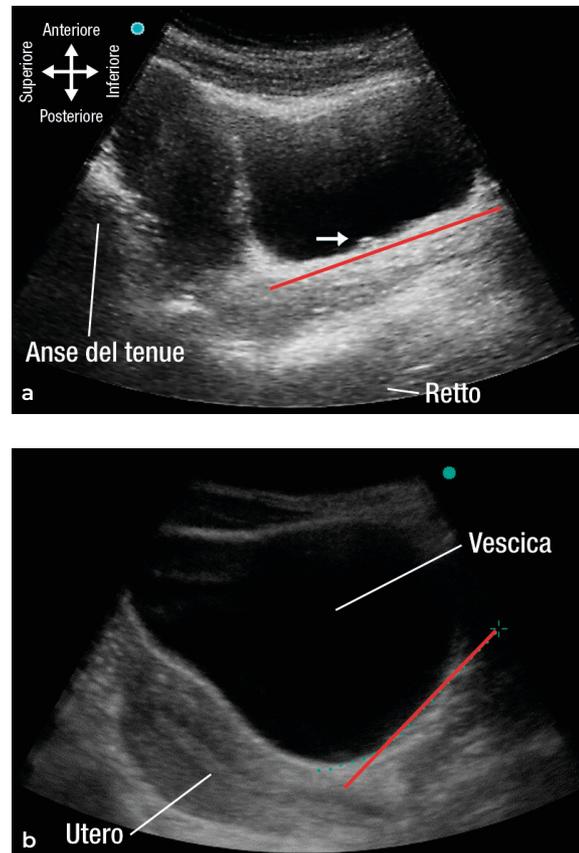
Ecografia transaddominale della vescica a differente riempimento. Cambiano le dimensioni e la posizione relativa del corpo uterino che si porta, ruotando in basso e in dietro, aprendo l'angolo che forma il suo asse longitudinale, con l'asse longitudinale della vagina. (a) Freccia: plica "sfinteriale" dell'uretere sulla parete posteriore della vescica. (b) La linea rossa, tesa tra il margine inferiore del pube e l'anello della cervice uterina, è la traiettoria della fascia pubocervicale, che cambia angolazione con il peso vescicale.
